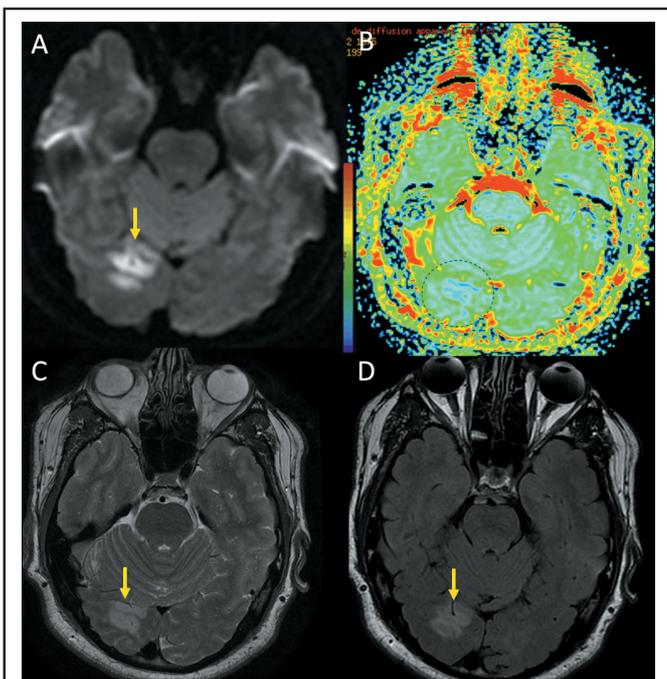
IRM cérébrale, coupes horizontales (aimant GE®, 3T).
